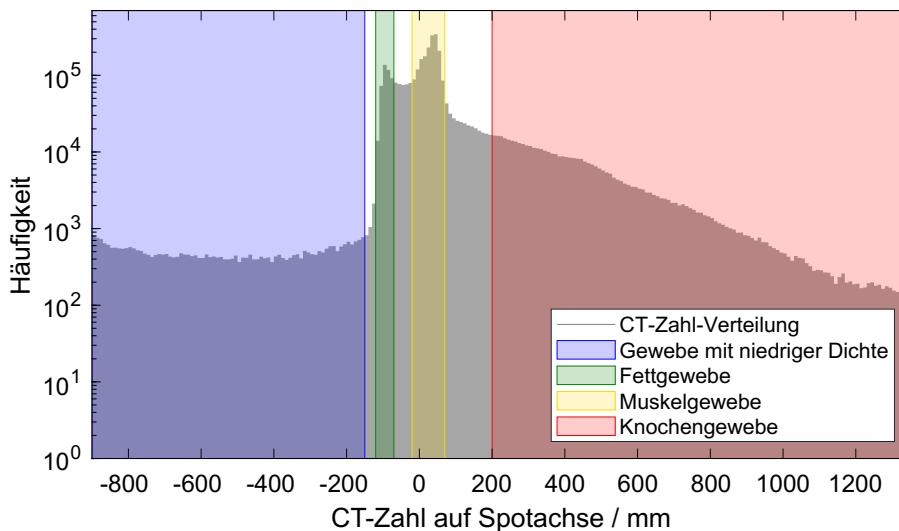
CT-Zahl Histogramm der Voxel auf den Strahlachsen aller für die Genauigkeit der Reichweitevorhersagemethoden ausgewerteten Spots. Die farbig schattierten Bereiche markieren Geweberegionen wie sie bei Wohlfahrt et al. (2020) definiert sind. Alle nicht hinterlegten CT-Zahl-Regionen stellen Bereiche mit gemischter Zusammensetzung dar (z. B. von Knochen- und Muskelgewebe).
